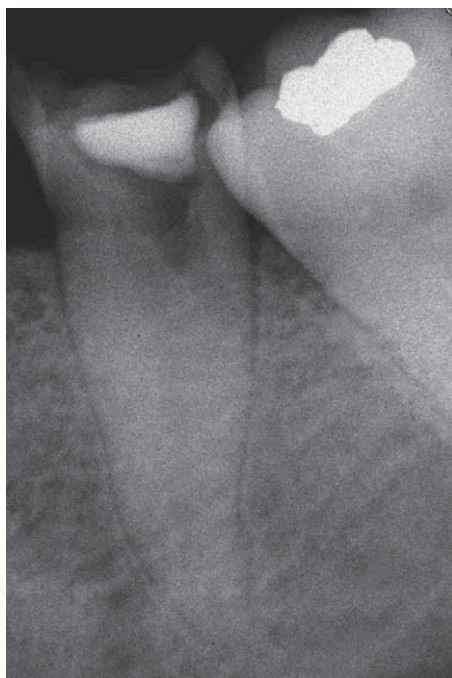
Radiografia pre-operatoria di 3.5. È evidente come a seguito di un maldestro tentativo di accesso canalare sia stata creata una perforazione a livello cervicale.
